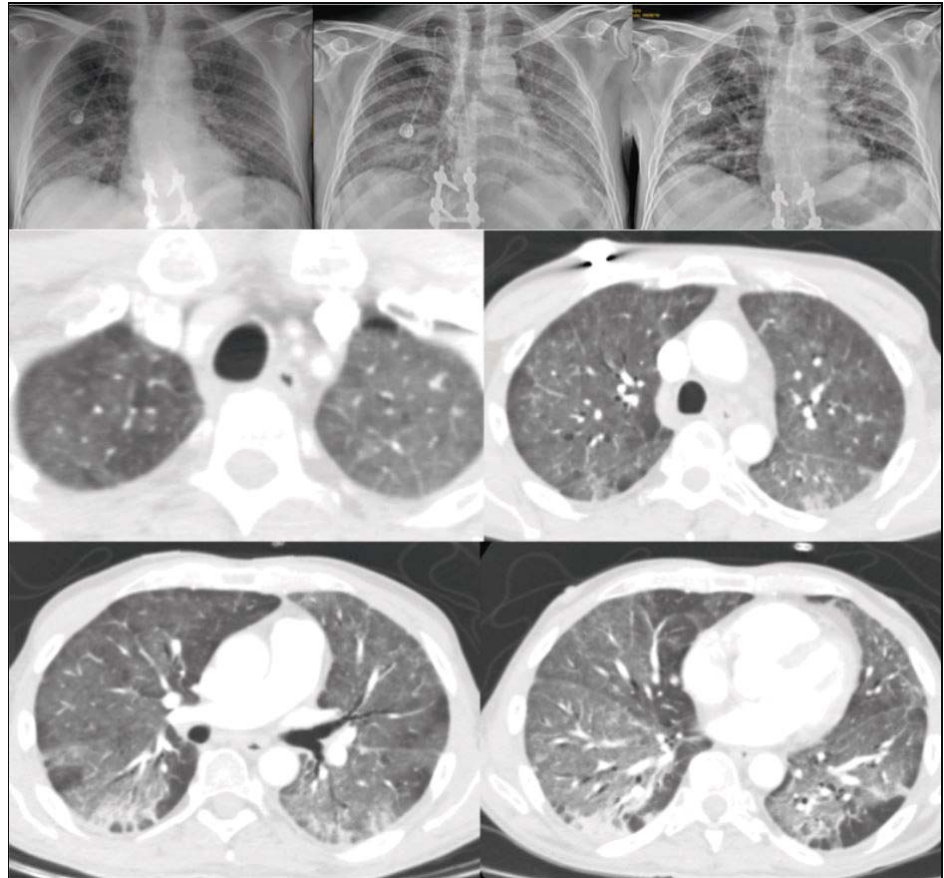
Arriba, en orden cronológico de izquierda a derecha se presentan las radiografías tomadas los días primero, tercero y décimo noveno del ingreso. Abajo se presentan cortes de la TC realizada el primer día de ingreso.
